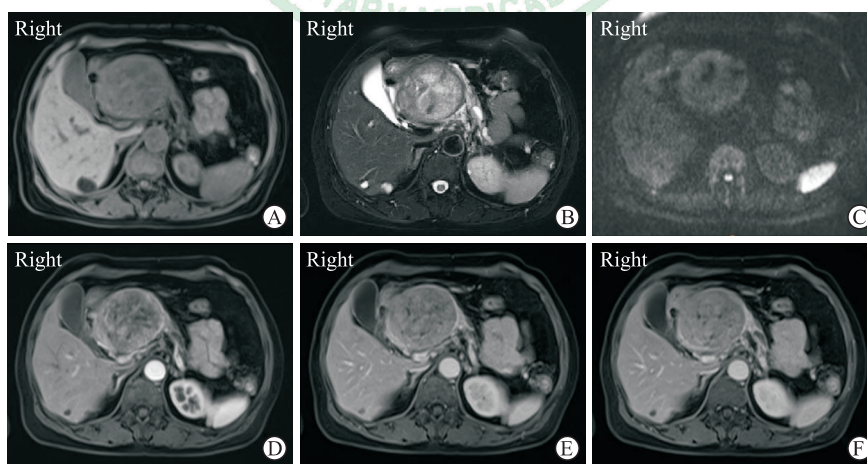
1 例 pNEN 误诊为胰腺实性假乳头状瘤的 65 岁女性患者 MRI 影像
